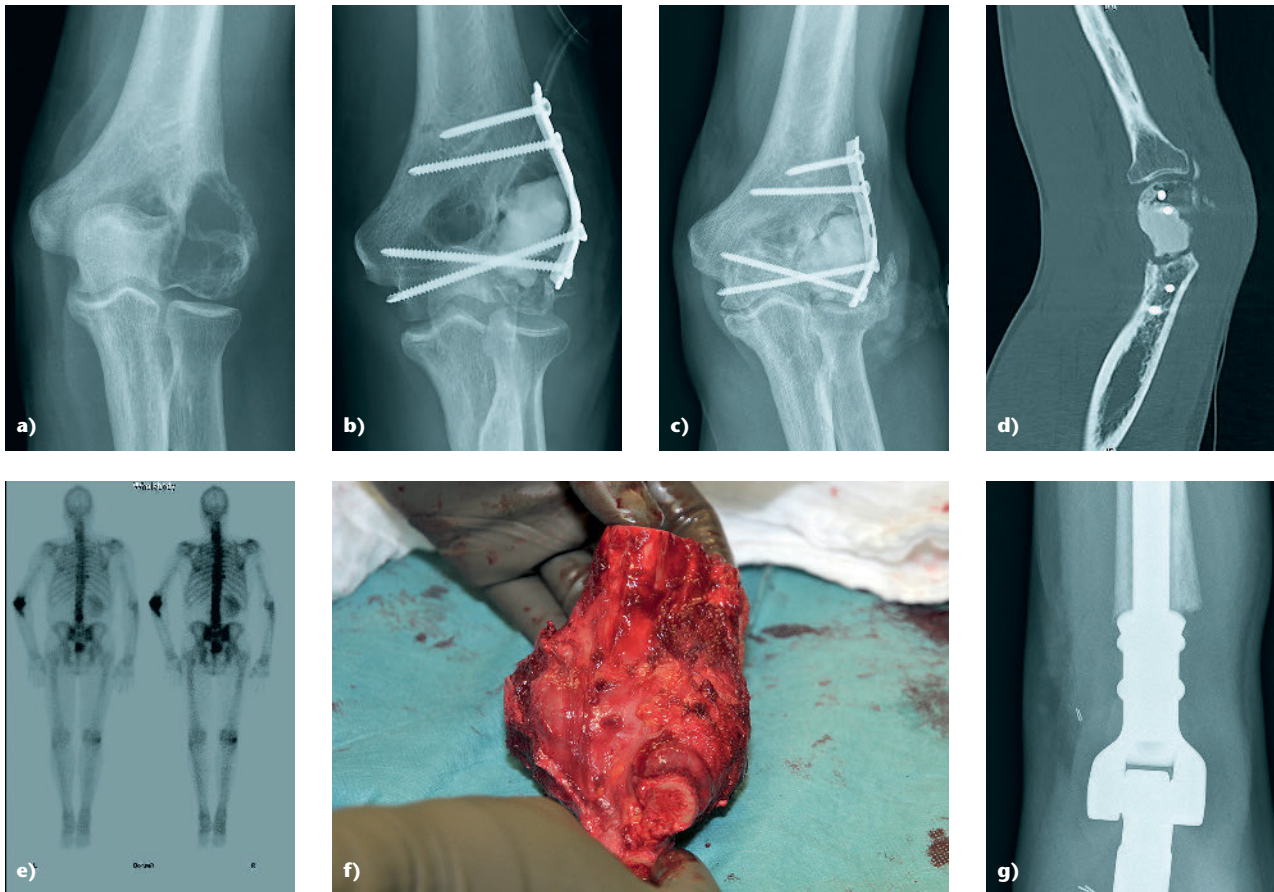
g a) 67-jähriger Patient auffällig mit Schmerzen im linken Ellenbogen. Das Bild zeigt eine Osteolyse im Condylus radialis mit Einbruch in das Gelenk. Die weitere Diagnostik ergab ein NCC mit isolierter Knochenmetastase. b) Aufgrund der funktionellen Situation fiel die Entscheidung zunächst für eine intraläsionale Resektion mit Verbundosteosynthese und nachfolgender Radiatio. c–d) 3 Jahre später klagte der Patient über erneute Schmerzen. e) Die weitere Abklärung mit PET-CT ergab eine weiterhin solitäre Metastase im Bereich des linken Ellenbogens. f–g) Bei guter Prognose und solitärer Metastase erfolgte die weite Resektion und Rekonstruktion als totaler Ellenbogen.
